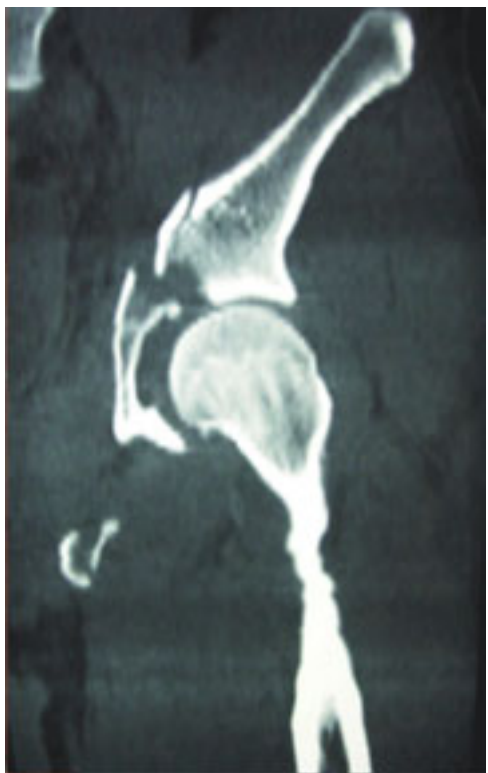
Tomografía computada, muestra afección acetabular.
